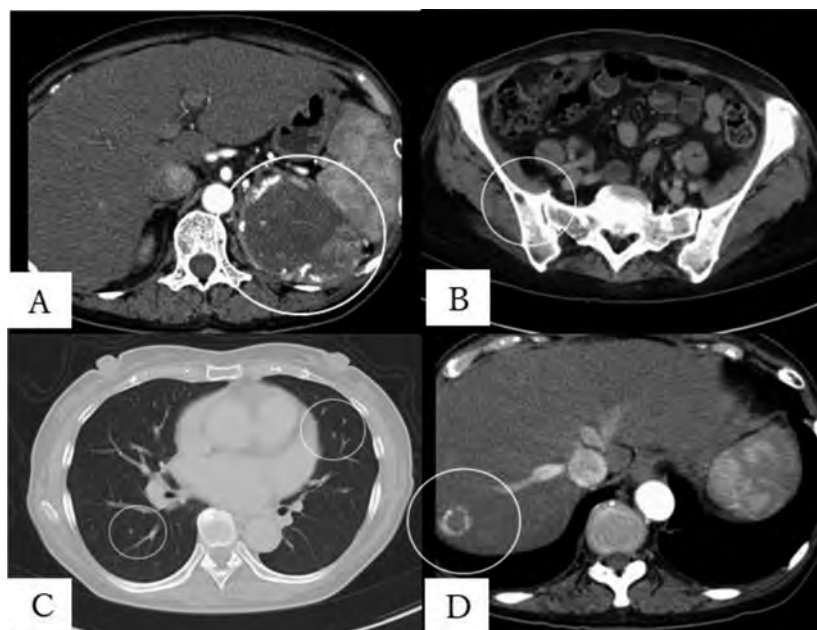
Radiological findings of metastatic renal cell carcinoma on computed tomography. A. Heterogeneous left renal tumor with strong enhancement ($75 \times 73 \text{ mm}^2$). B. Low-density area in the right iliac bone ($10 \times 10 \text{ mm}^2$). C. Multiple small nodules in the lung. D. Tumor with ring enhancement in the S6 region of the liver ($15 \times 15 \text{ mm}^2$).
